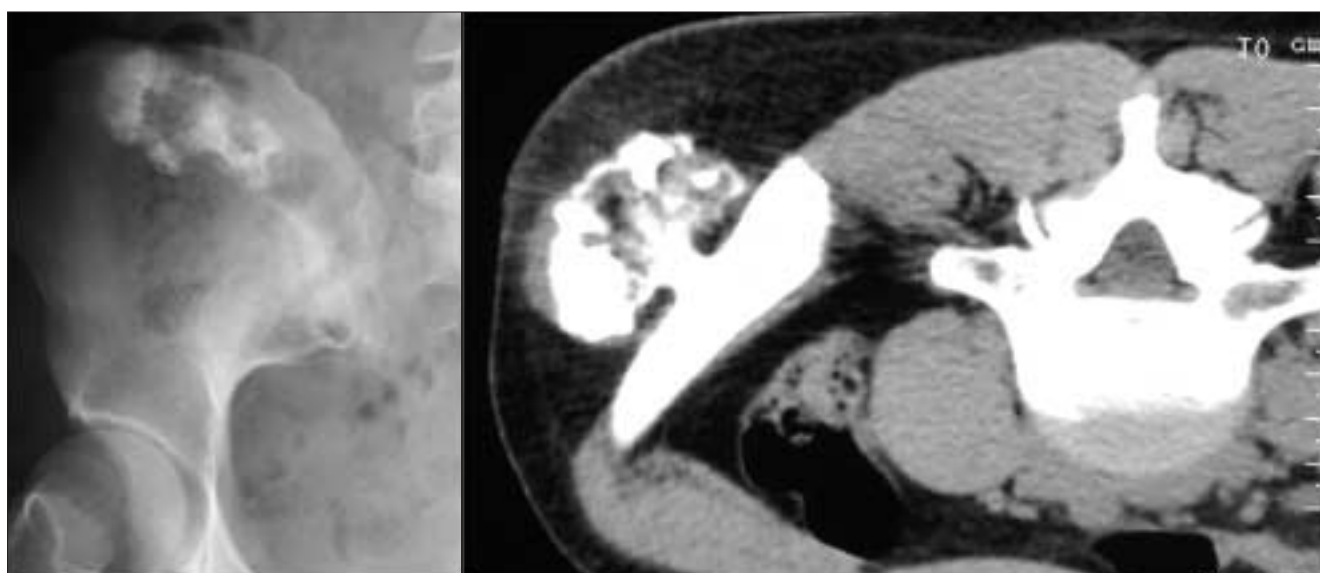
Exostose de l'aile iliaque. Radiographie standard où l'aspect est peu typique (à gauche). TDM montrant l'image typique d'exostose ostéogénique (à droite).
